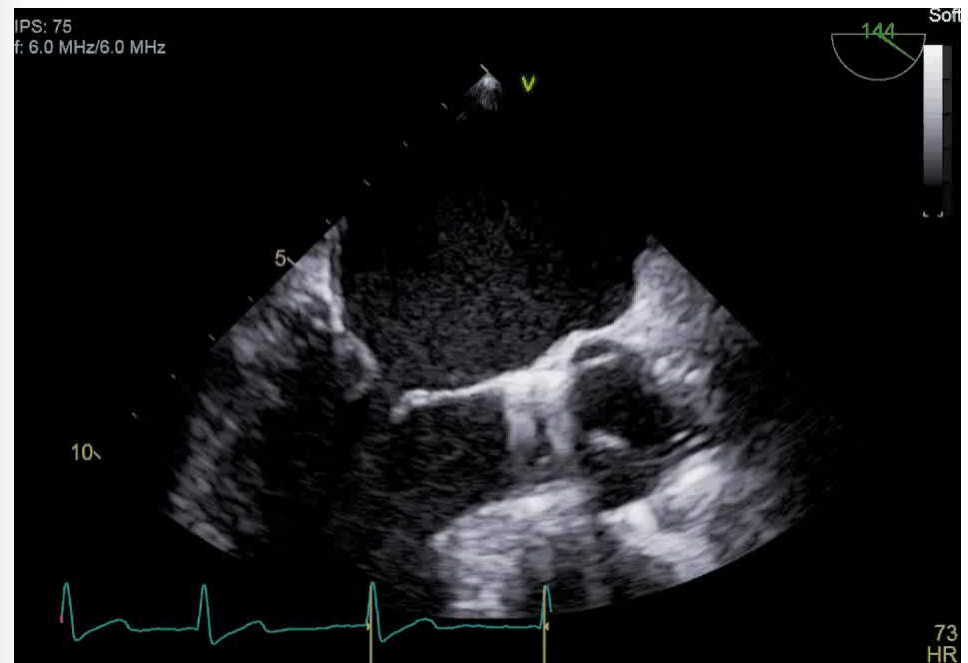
Images d'échographie transoesophagienne envoyée à Abbott pour analyse supplémentaire.
